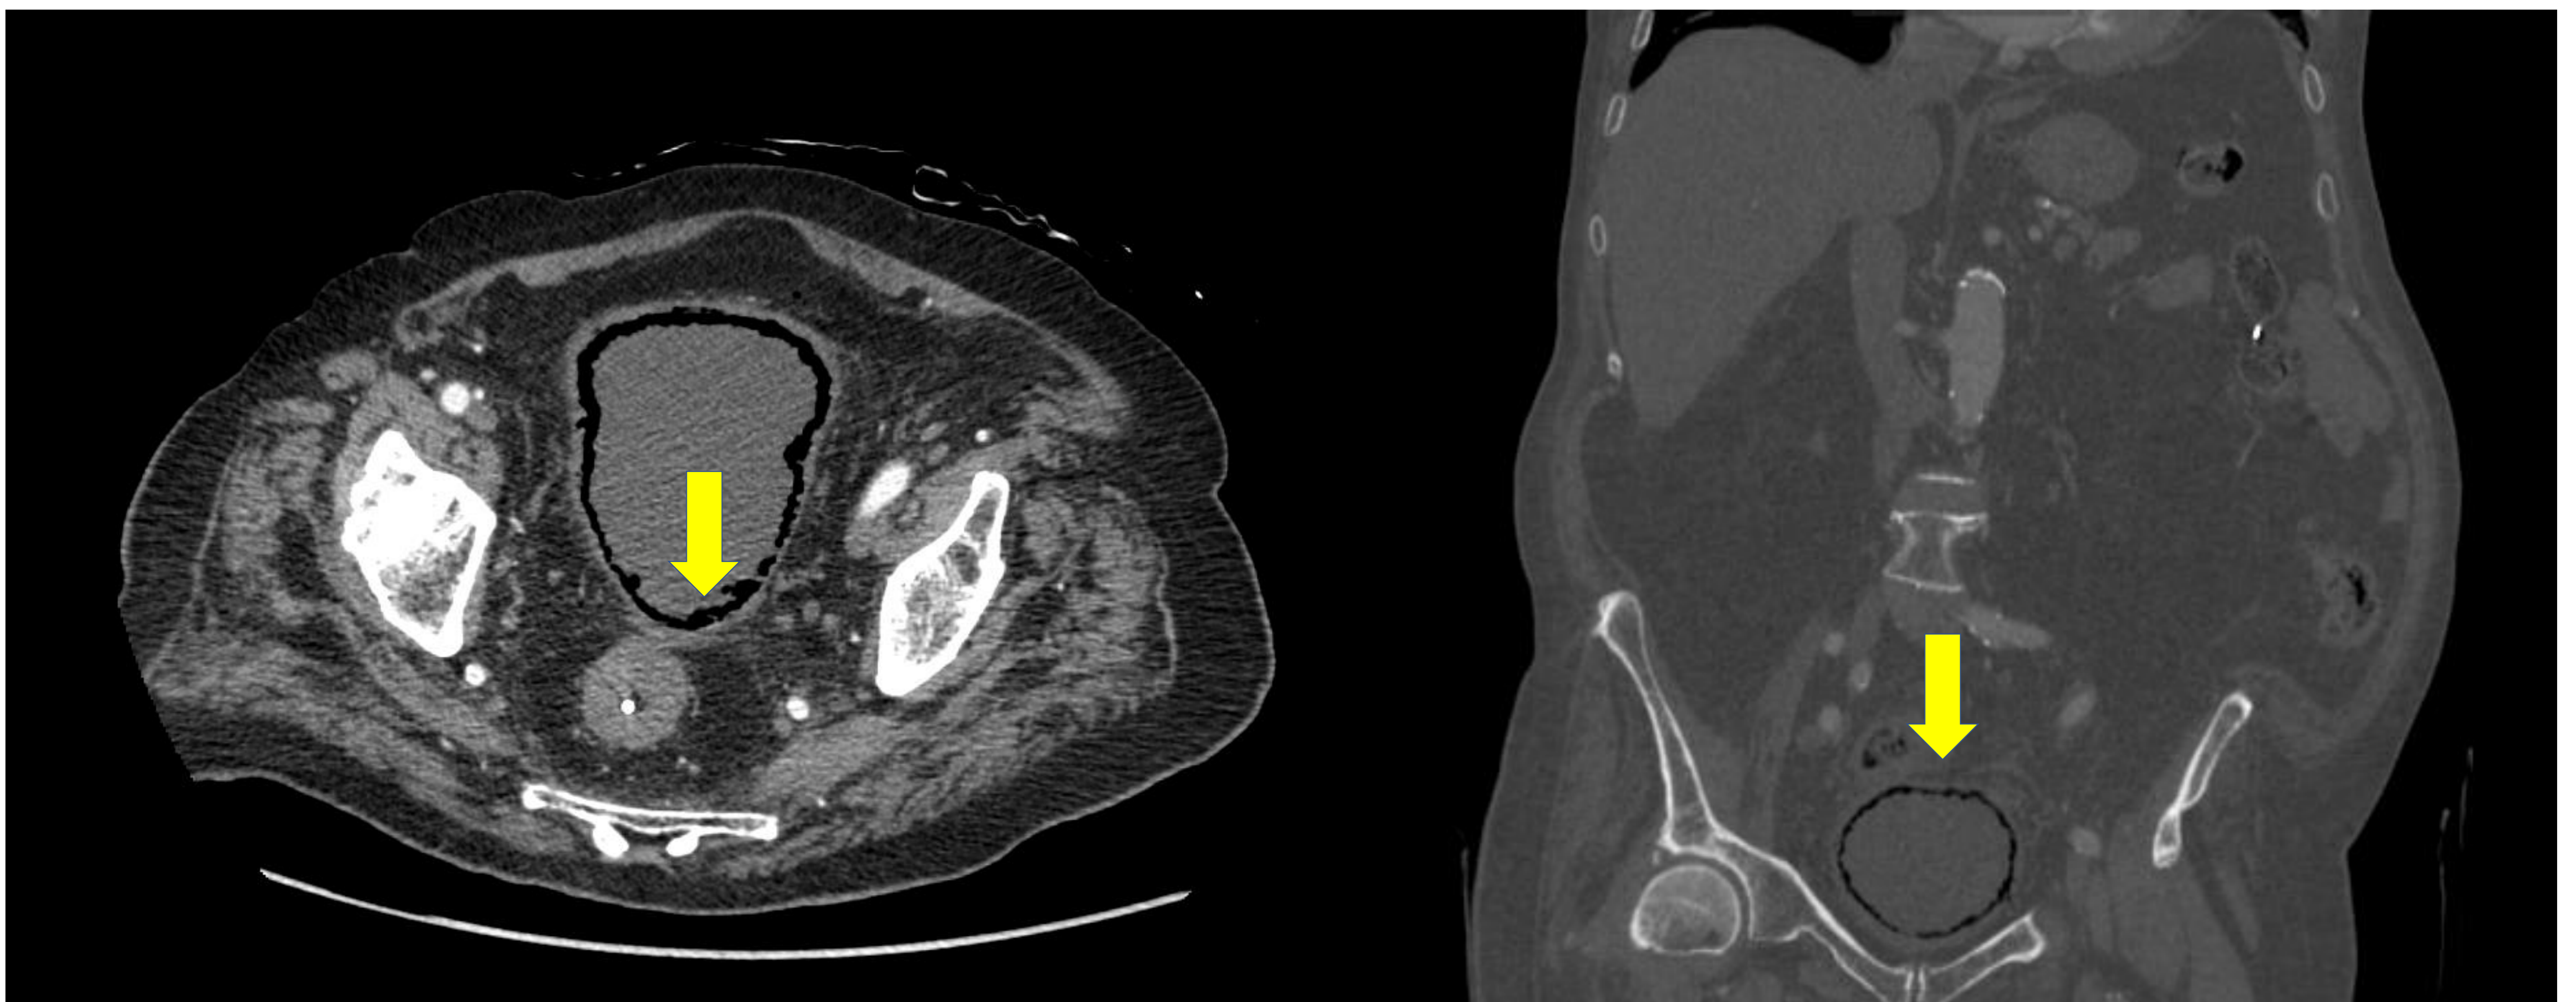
TC de abdomen axial con ventana de partes blandas y reconstrucción coronal con ventana ósea. Vejiga distendida con múltiples burbujas de gas en la pared y en menor grado en la grasa perivesical del espacio prevesical. Hallazgos compatibles con cistitis enfisematosa.
